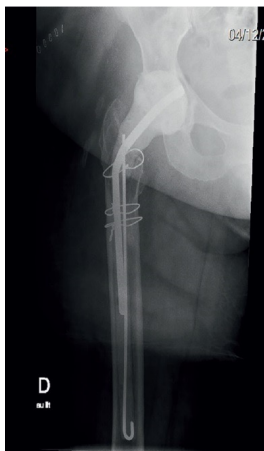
Radiographie de face d'un espaceur pour la hanche
